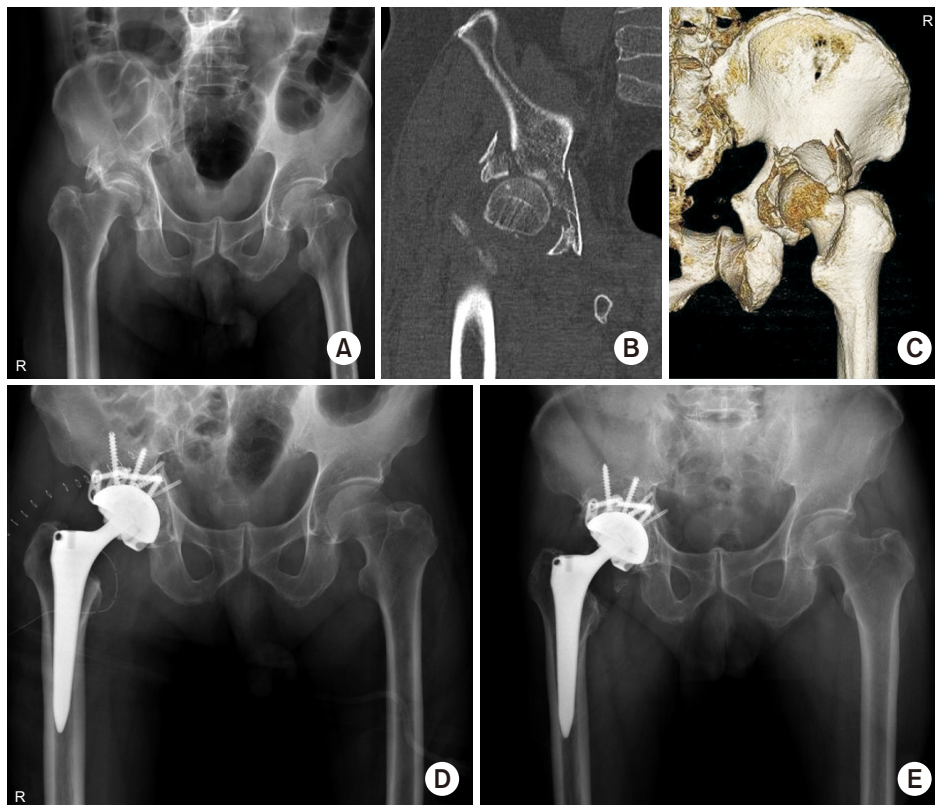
(A) Preoperative anteroposterior radiograph of a 77-year-old male showed a posterior wall fracture with osteoporosis. (B, C) Computed tomography scan showed severe comminuted fracture of the posterior wall of the acetabulum and impaction of the femoral head. (D) Postoperative anteroposterior radiograph after internal fixation with total hip arthroplasty. (E) Four-year postoperative radiograph showed stable total hip component with bone union.
